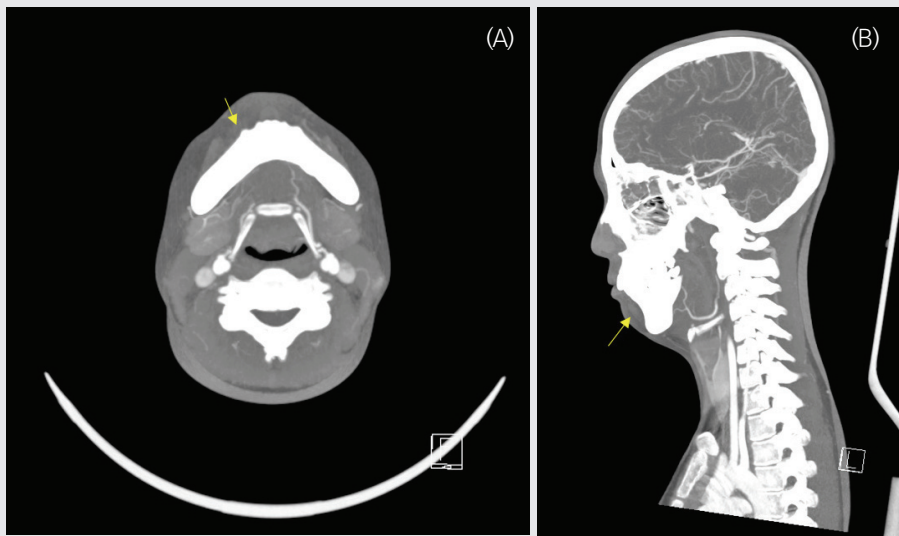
CT angiograph demonstrates a vascular malformation with soft tissue swelling on right lower labial mucosa (arrow)
